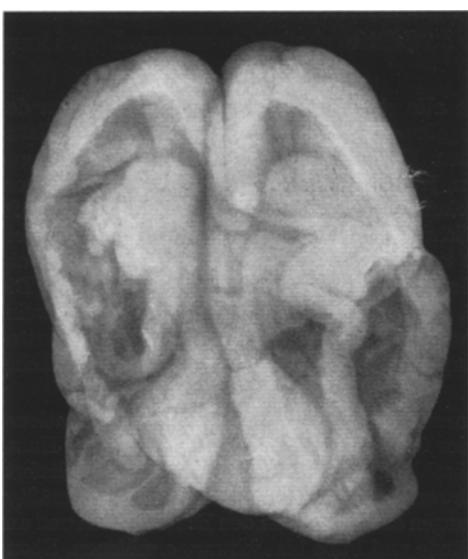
Röntgenaufnahme des Gehirns.
